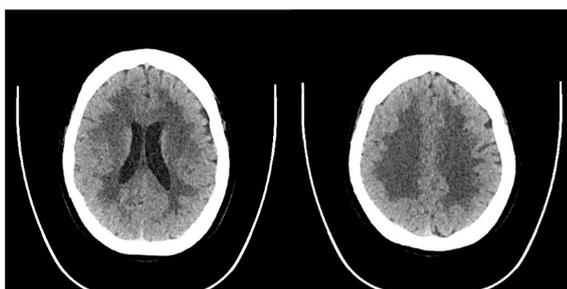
Patient's cranial CT
